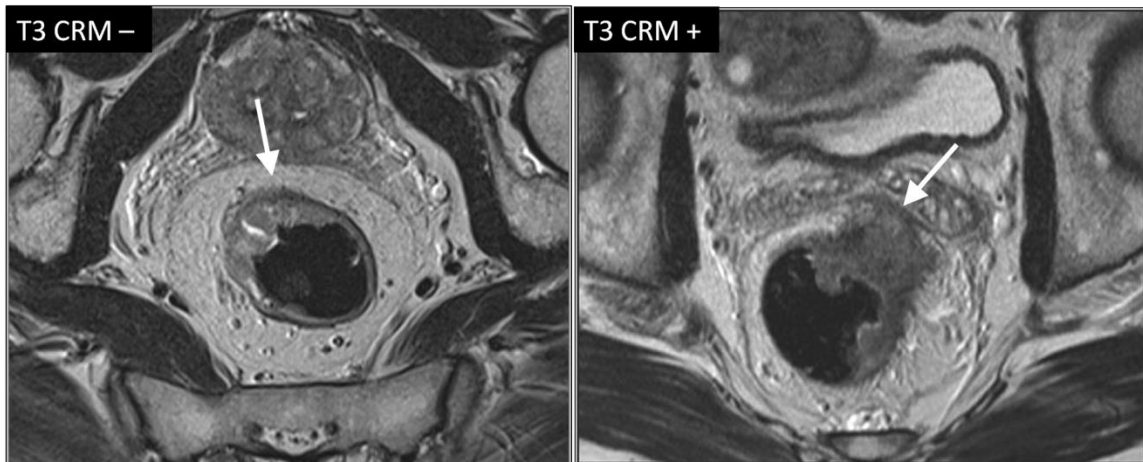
Cirkumferentna resekcija margina je pozitivna kada postoje tumorski depoziti na rastojanju manjem 1 mm od mezorektalne fascije, a negativna kada je ta udaljenost veća od 1 mm (Beets-Tan RG, Beets GL. Rectal cancer: review with emphasis on MR imaging. Radiology 2004;232(2):335–346).
